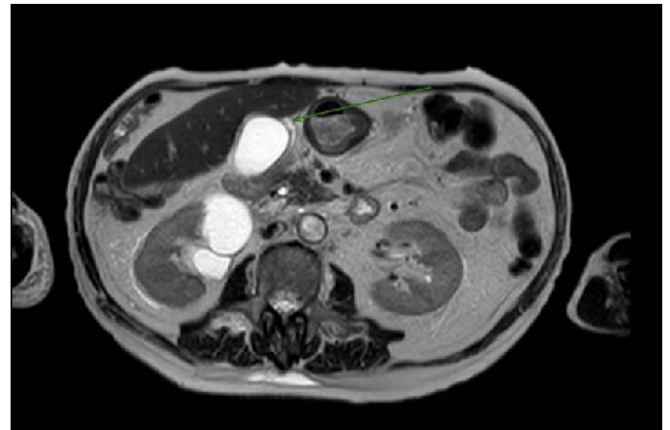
RMN ABDOMEN-COLANGIO RMN: Vesícula biliar distendida con imágenes de microlitiasis en su interior. Edema perivesicular en grasa e hilio hepático.
